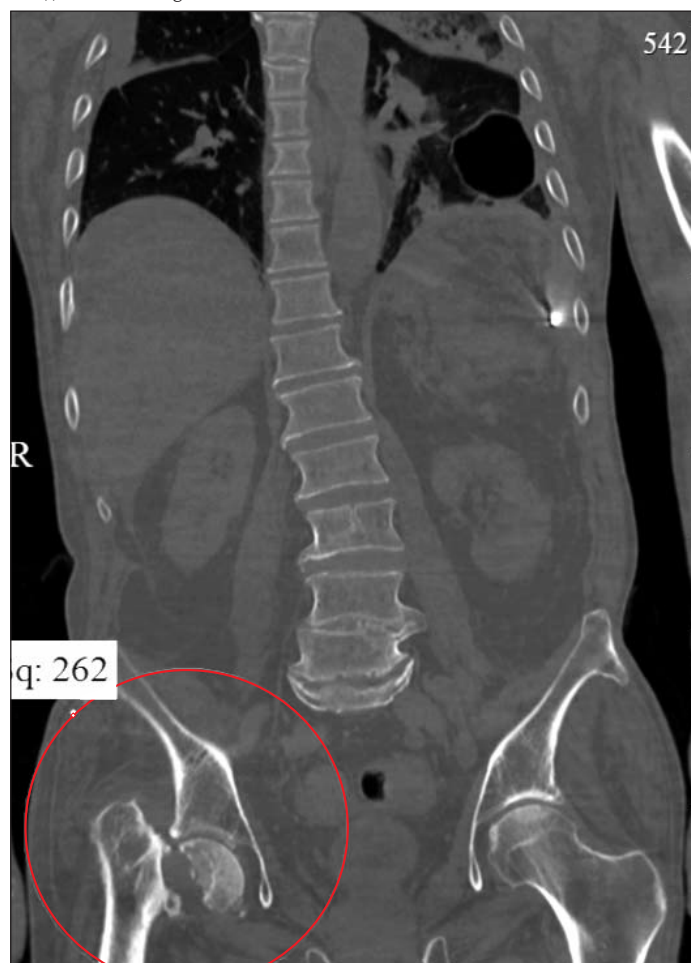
КТ органов грудной клетки, брюшной полости, таза в костном режиме: деструкция кортикального слоя в области большого вертела правой бедренной кости, шейка лизирована, деструкция головки правого бедра (фронтальная плоскость)
